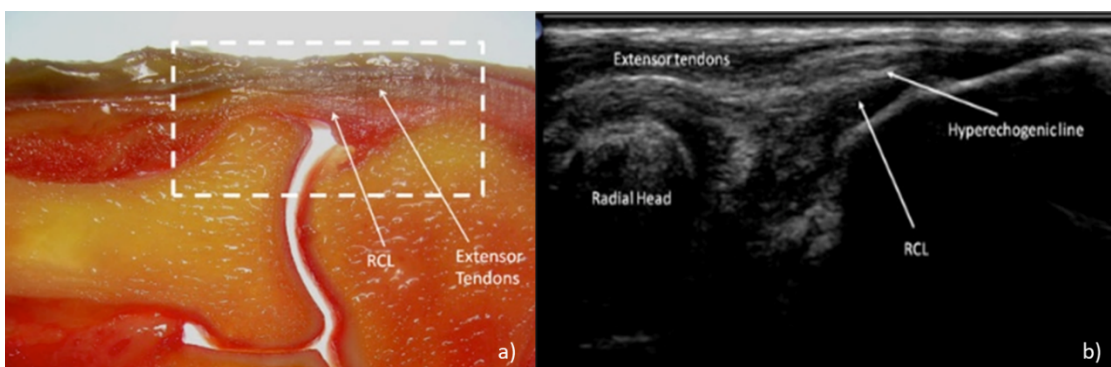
a) Corte anatómico en plano coronal para correlacionar con imagen ecográfica. b) Identificación por ECO del LCUL. Extraído de: Gondim P., Omouni P., Trudell D. et al (2011). Ultrasound assessment of the lateral collateral ligamentous complex of the elbow: Imaging aspects in cadavers and normal volunteers. *European Radiology*, 21 (7):1492-8.
